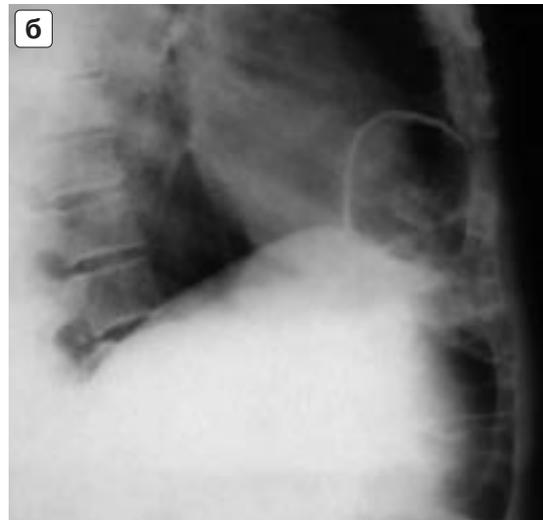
Небольшая правосторонняя парастеральная диафрагмальная грыжа, содержащая часть поперечной ободочной кишки. На рентгенограмме в правой боковой проекции (а) тень грыжи едва заметна; рентгенограмма в той же проекции после раздувания толстой кишки воздухом (б).
